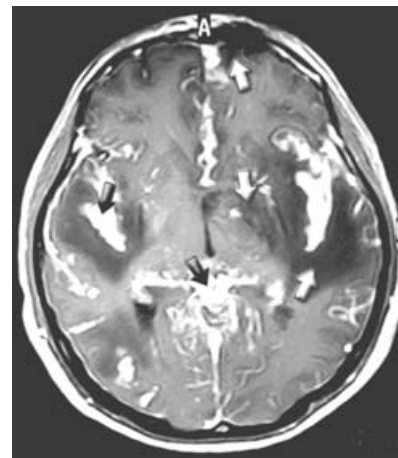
Corte axial de resonancia magnética de cráneo en secuencia T1, donde se identifica edema de la corteza cerebral que afecta ambos lóbulos temporales, ínsulas y ganglios basales izquierdos (flechas blancas). Con medio de contraste hay intenso reforzamiento aracnoideo generalizado de predominio en las cisuras laterales, el aspecto es nodular múltiple y de conglomeración (flechas negras).
